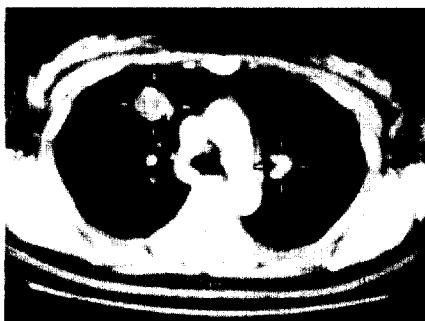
High-resolution chest computed tomography showing multiple metastatic lesions.
